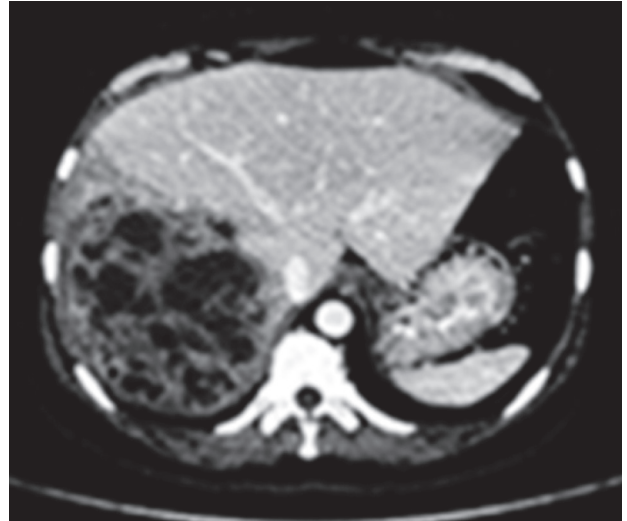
TAC de abdomen del caso 2. Se observa absceso hepático
